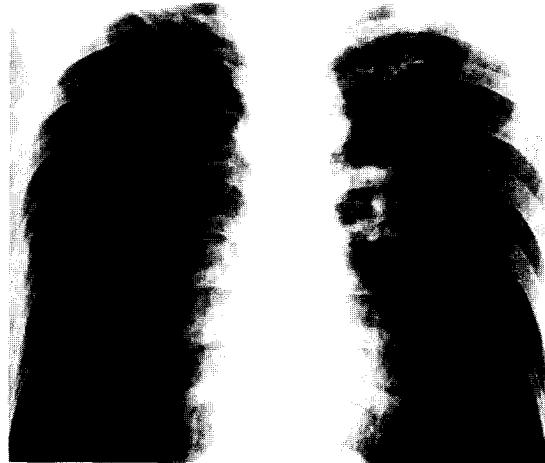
Preop. chest X-ray; severely hyperlucent right lung and diminished right hilum.
